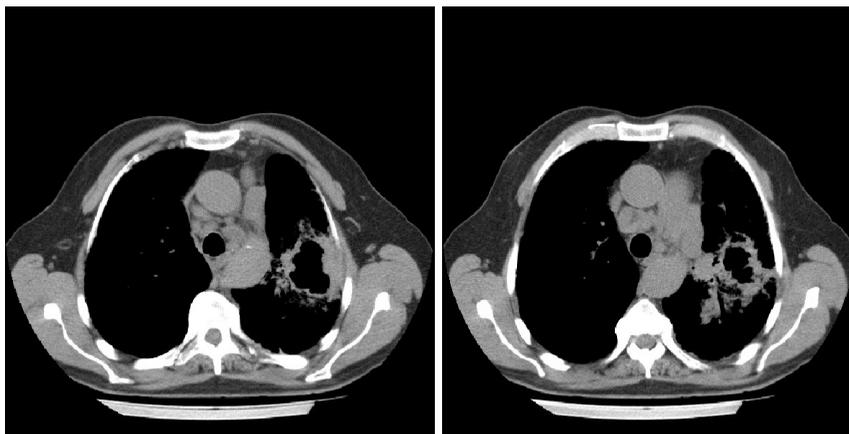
TAC de tórax. Masa cavitada en LSI. Ventana mediastínica.
